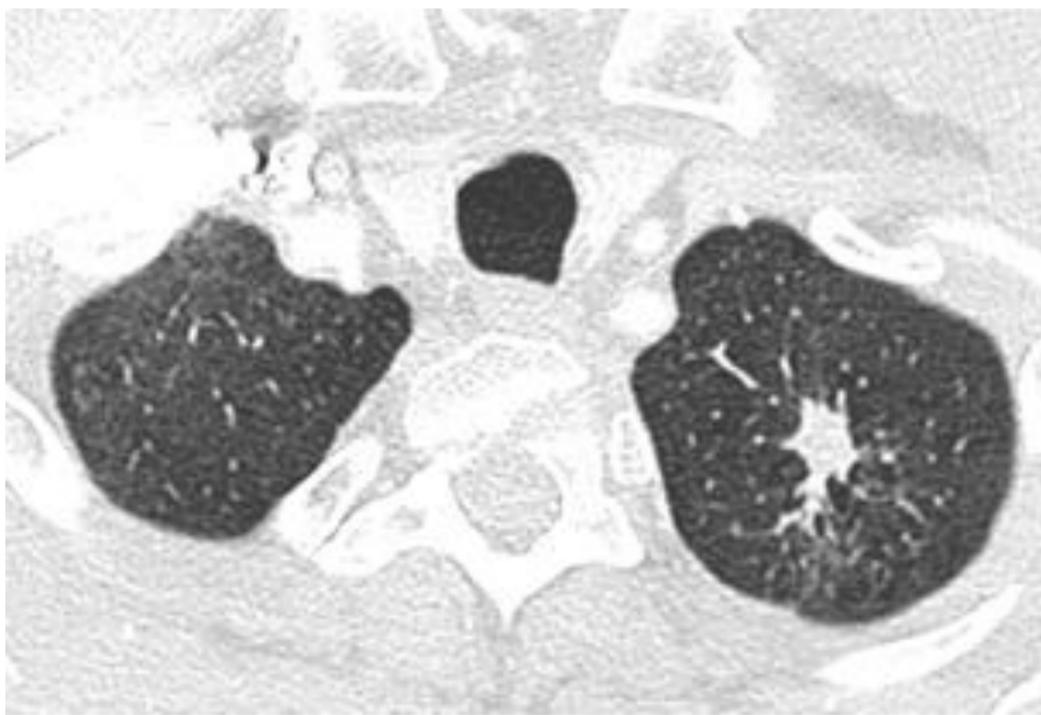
TC torácico con lesión sólida espiculada en LSI de probable etiología neoplásica pulmonar, en paciente enfisematoso. Septiembre de 2023.
